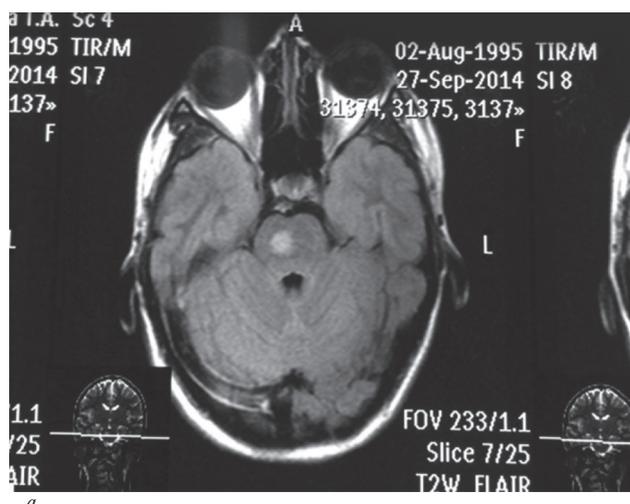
МРТ-картина гиподенсного очага в проекции моста справа (а), стеноз позвоночного канала (б) у пациентки с болезнью Коуден
